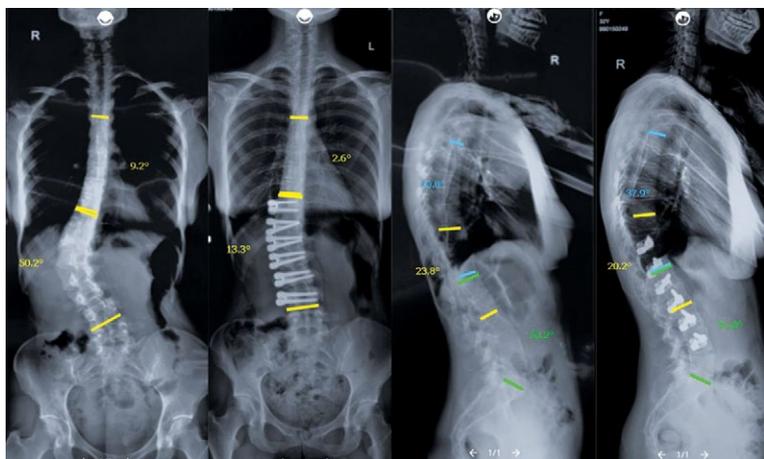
Рентгенограммы пациентки 32 лет до и через 2 года после операции дорсальной коррекции и фиксации Th11–L4. Потери коррекции нет. Признаков формирования костного блока нет
